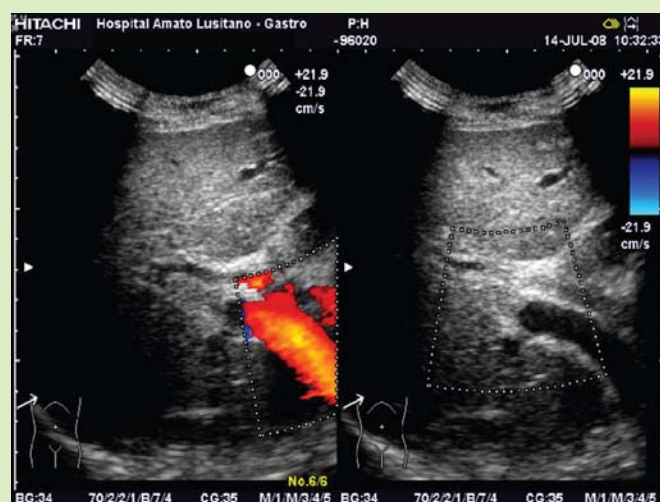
Ultrassonografia abdominal com aplicação do doppler identificando-se trombose do ramo direito da veia porta no segmento inicial, entre as setas
